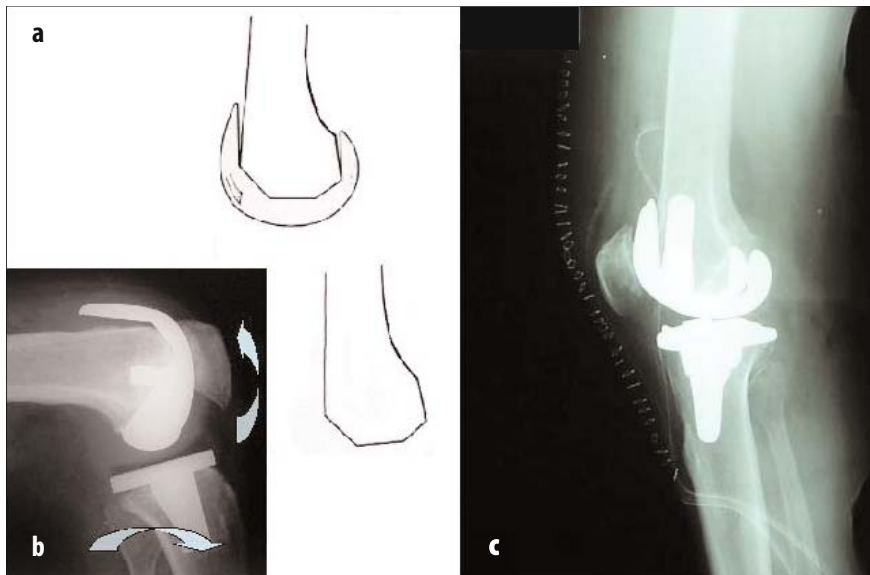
Imprecisione di taglio sul piano sagittale. a* Taglio femorale anteriore e posteriore obliquo. *b* Radiografia post-operatoria. *c* Tagli femorali e tibiali imprecisi sul piano sagittale: instabilità con mobilizzazione precoce
